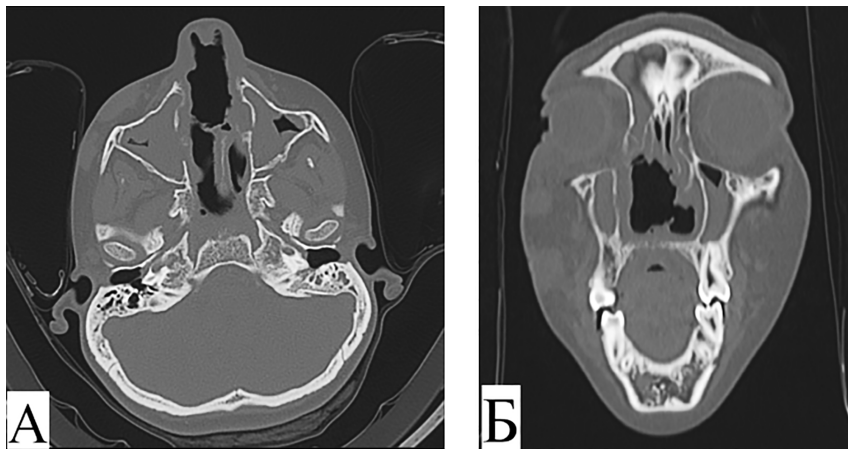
Субтотальная перфорация носовой перегородки, разрушение нижних носовых раковин патологическим процессом на компьютерной томограмме (А – аксиальная проекция, В — коронарная проекция).
